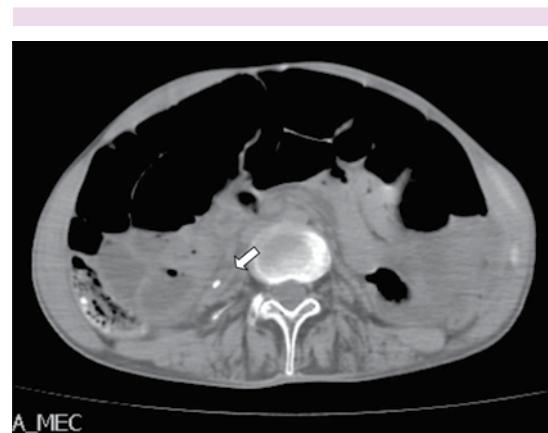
Tomografía axial computada de abdomen: cuerpo extraño en retroperitoneo.
